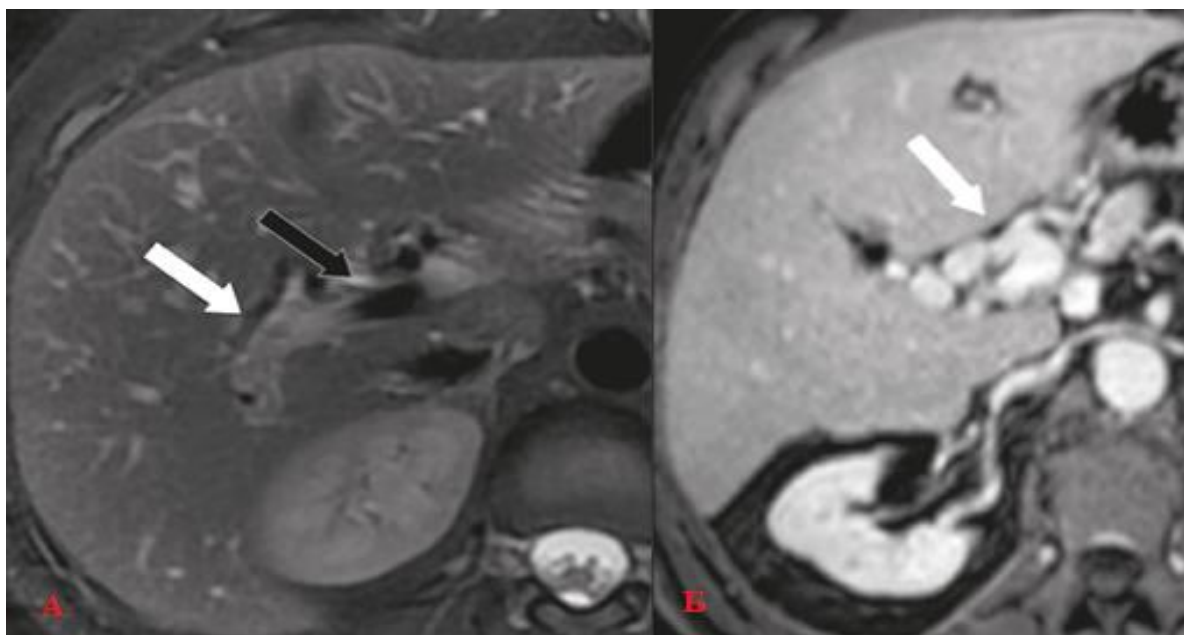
МРТ: А. острый тромбоз воротной вены, гиперинтенсивный острый тромб в воротной вене (белая стрелка). В главной воротной вене имеется артефакт потока (пустота потока), предполагающий частичный тромбоз (черная стрелка). Б. Контрастная МРТ, показывающая кавернозную трансформацию воротной вены (стрелка) [74].
